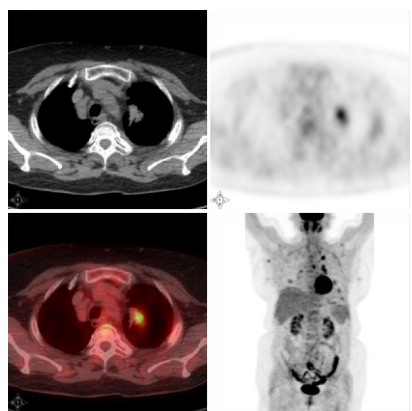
左肺腺癌,长径约2.2 cm, SUV_{max}为6.4。
